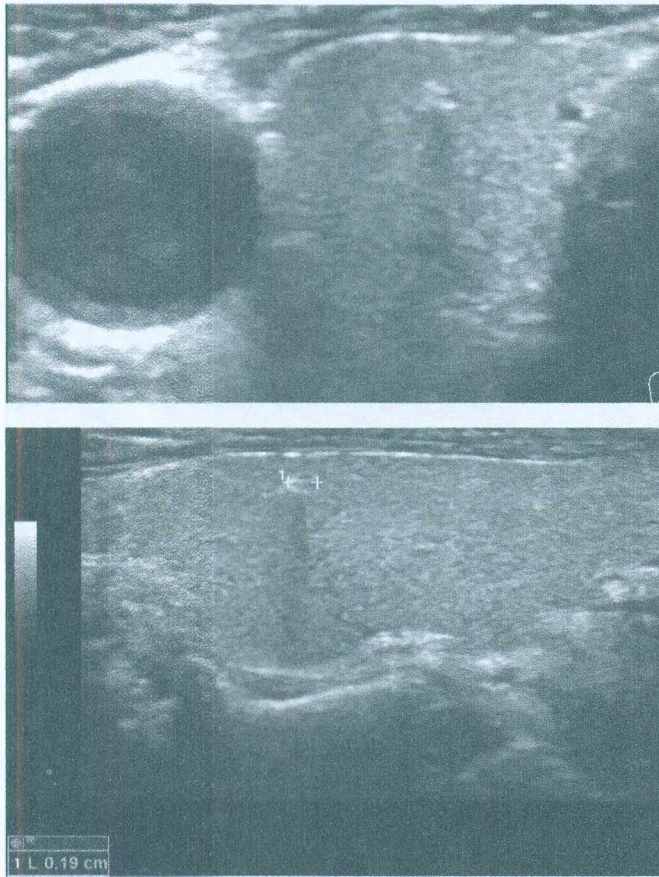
(начало). Правая доля ЩЖ (поперечная и продольная проекции; В-режим и ЭДК) у пациента 78 лет; малый гипотиреоз с компенсацией (вследствие ишемического инсульта в 2015 г.). Гормональный препарат не принимает. В вентральной части доли, краниальнее от центра, присутствует группа долек (2-3) с гиперэхогенными контурами (единичный мелко-сегментарный фиброз), и дугообразным линейным (1,5 мм) значительно гиперэхогенным элементом, распространяющим дорсально гипозэхогенность (признак кальцинации). В режиме ЭДК (базовые настройки) обращает внимание прохождение мелкого сосуда рядом с кальцинированным участком. При УЗИ в 2015 г. признаков кальцинации или присутствия узла в правой доле ЩЖ не наблюдалось (исследование проводилось автором)
